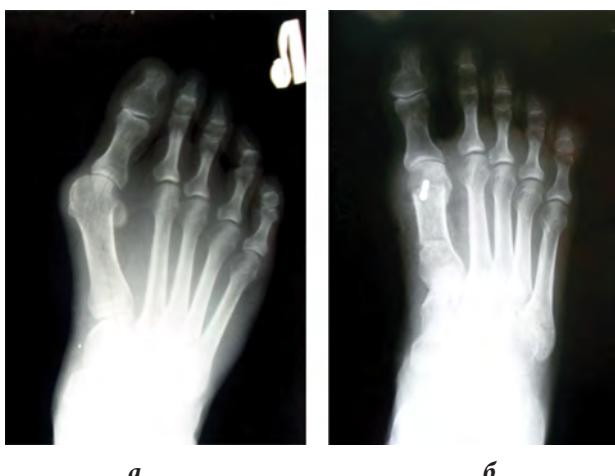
Комбинированная остеотомия по Логрошино, пациентка 51 год, из гр. V группы: а – рентгенограмма до операции б – рентгенограмма после операции
